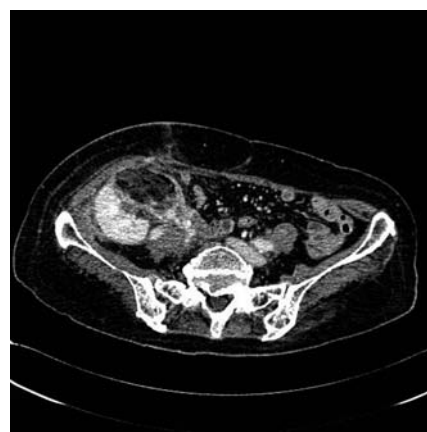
CT scan after auto-transplantation. Residual tissue of auto-transplanted kidney was well enhanced and local recurrence of renal cancer was not observed.
